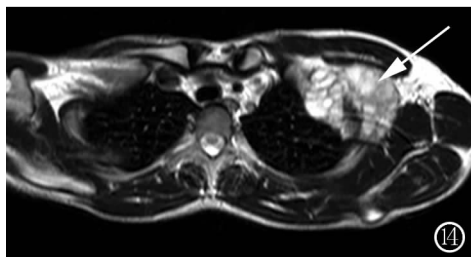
肋骨软骨肉瘤的 MRI。T₂ WI 示高低混杂信号(箭)。
